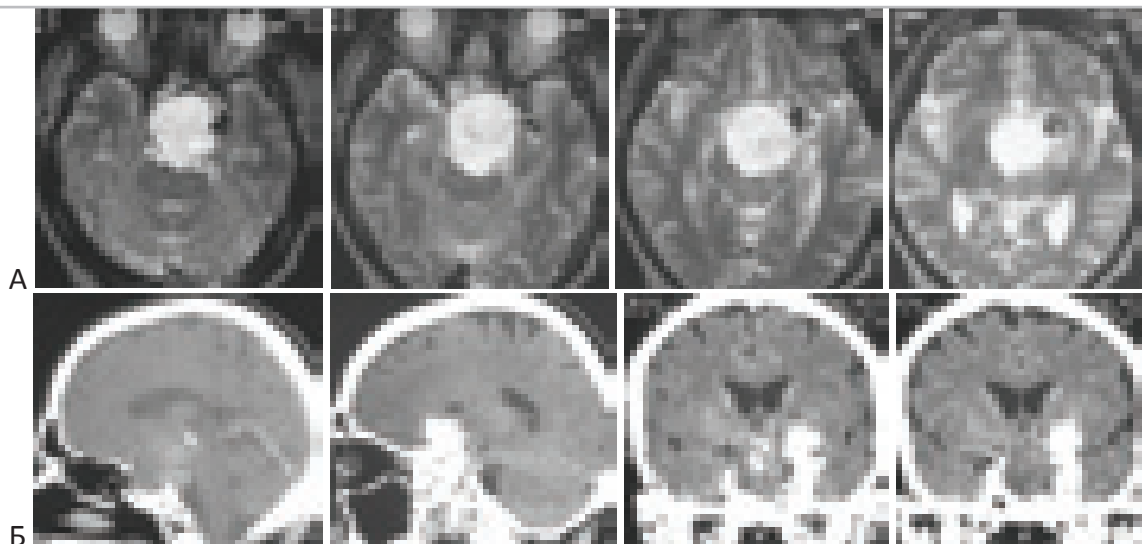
МРТ и КТ больного с хордомой sellarной области до операции.
